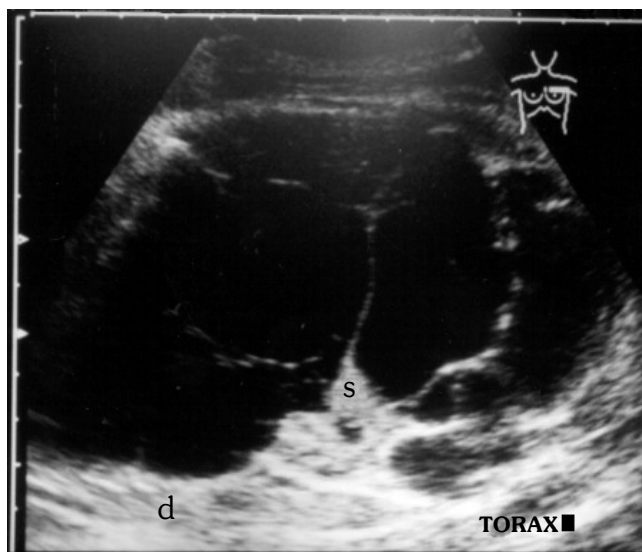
Ultrasonido del mismo paciente, observándose múltiples septos que indican la loculación del derrame. (s=septos, d=derrame).
